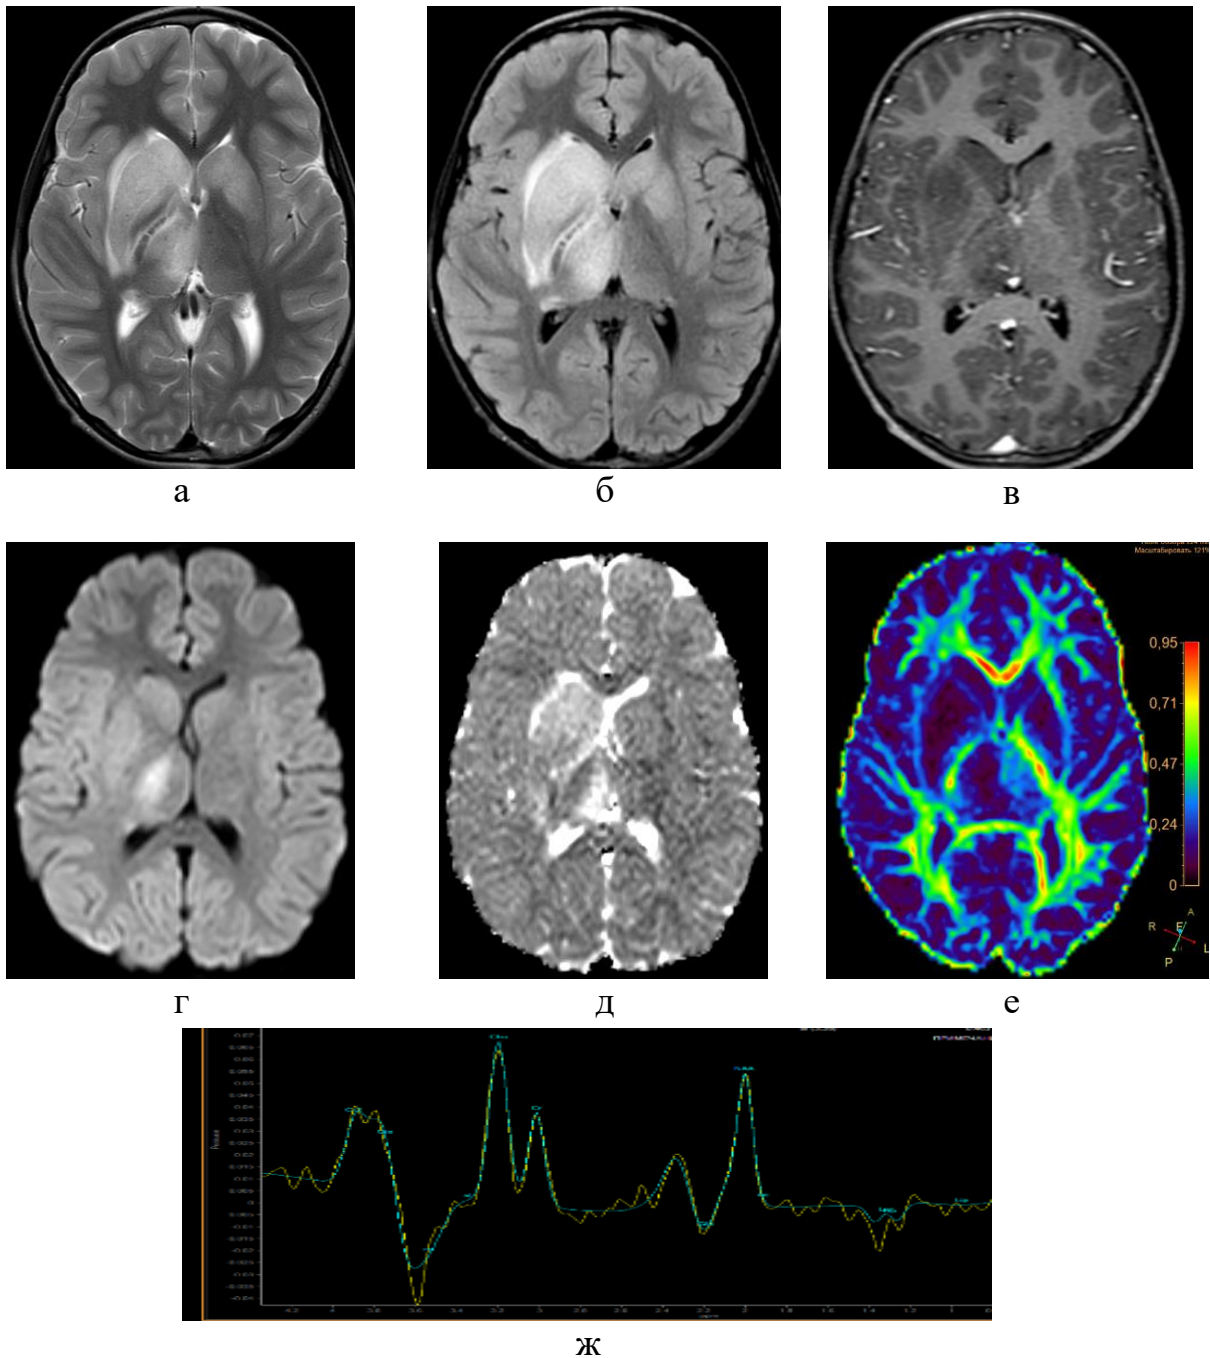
Клинический пример, М-ва А.Д., возраст 7 лет. Диагноз: клещевой энцефалит. Укус клеща в анамнезе, № и/б 373091/2021, МРТ ГМ: а – T2-ВИ; б – T2-FLAIR; в – постконтрастное T1-ВИ; г – ДВИ ($b=1000$ с/мм²); д – карта ИКД; е – карта фракционной анизотропии (ФА) при ДТИ; ж – МР-спектрограмма. Асимметричное поражение базальных ядер с выраженным отеком, объемным эффектом и вовлечением зрительных бугров (больше справа), без признаков нарушения ГЭБ. В правом таламусе имеется участок более выраженной острой ишемии с ограничением диффузии воды. Также имеются единичные небольшие субкортикальные участки поражения в лобных долях и мозжечке (изображения не представлены). При выполнении ДТИ фракционная анизотропия в очагах поражения в сером веществе базальных ядер снижена до 0,07 (в неизмененных отделах 0,16). МРС показывает признаки снижения уровня NAA с повышением отношения Cho/NAA, появление отрицательного пика лактата
